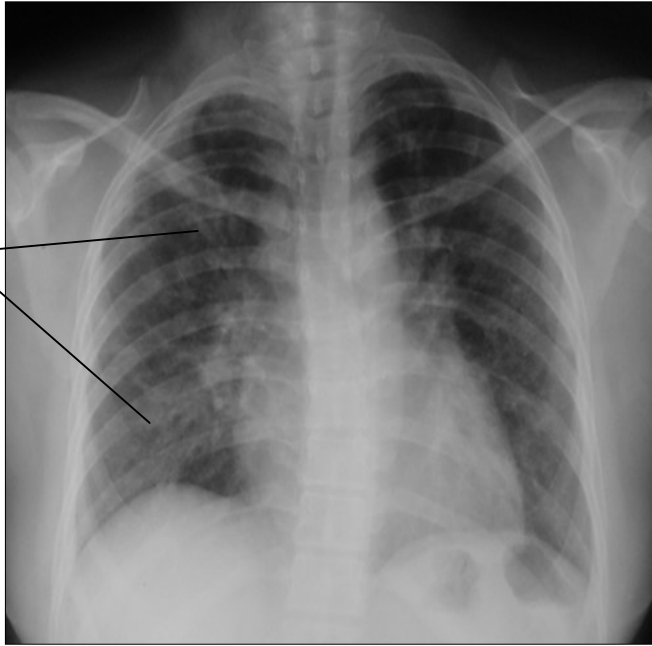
Radiografía de tórax que muestra extensión moderada de la enfermedad (flechas)
